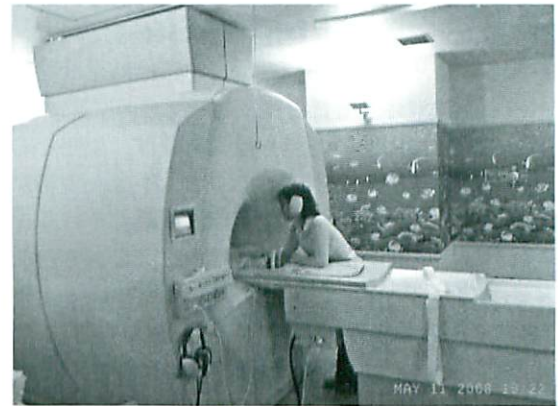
CLS supporting a child during MRI
